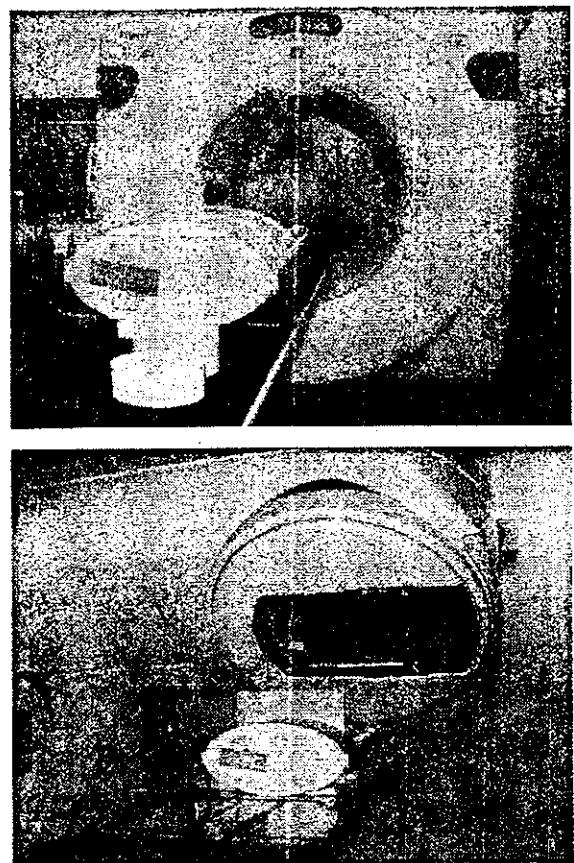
肺定位専用ファントムを利用した、CT撮影及びフィルム照射風景。
